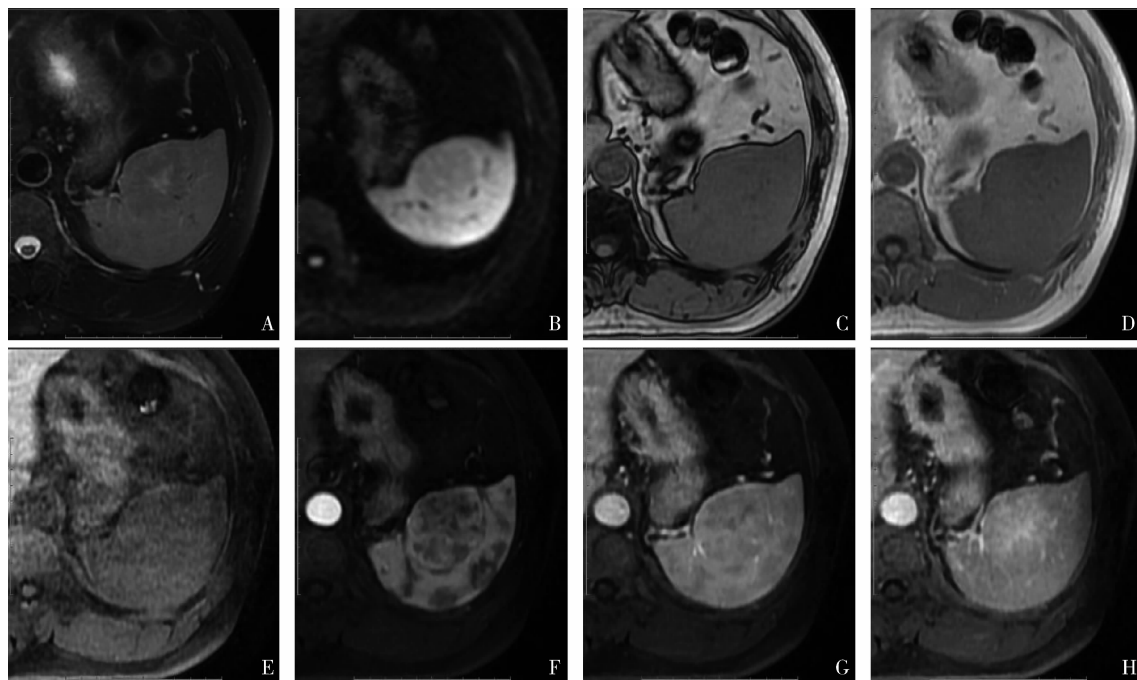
脾 SANT 在 MRI 平扫及增强的表现
